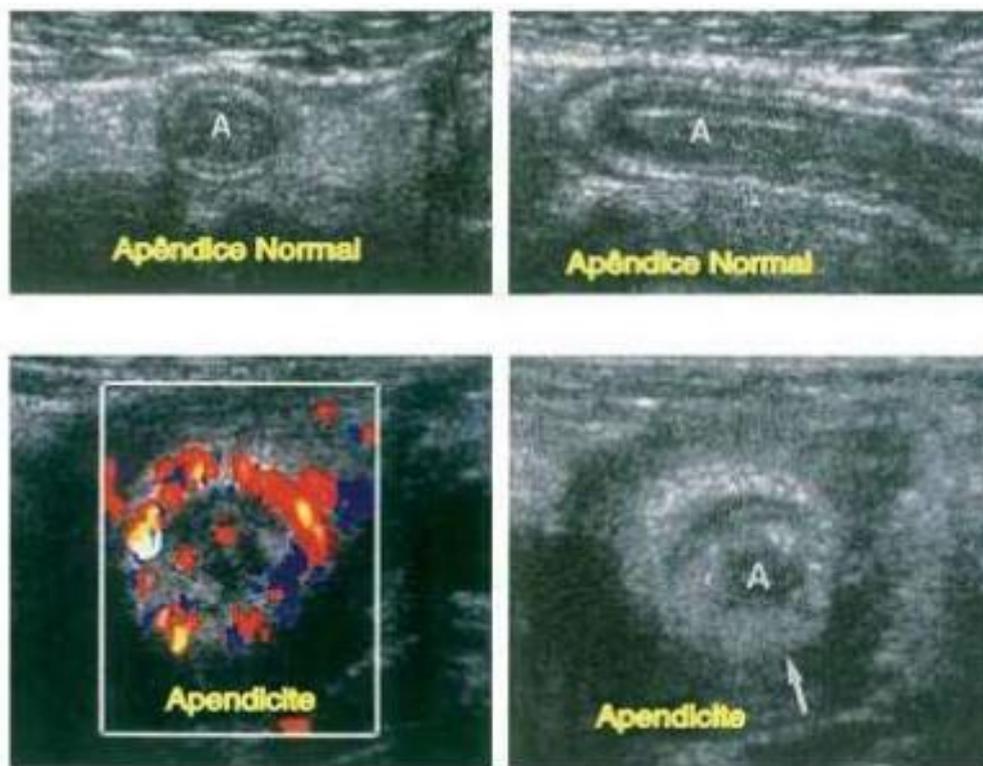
Ultrassonografia comparando apêndice normal e apendicite. Fonte: Tratado de Cirurgia - Sabiston 19a edição
